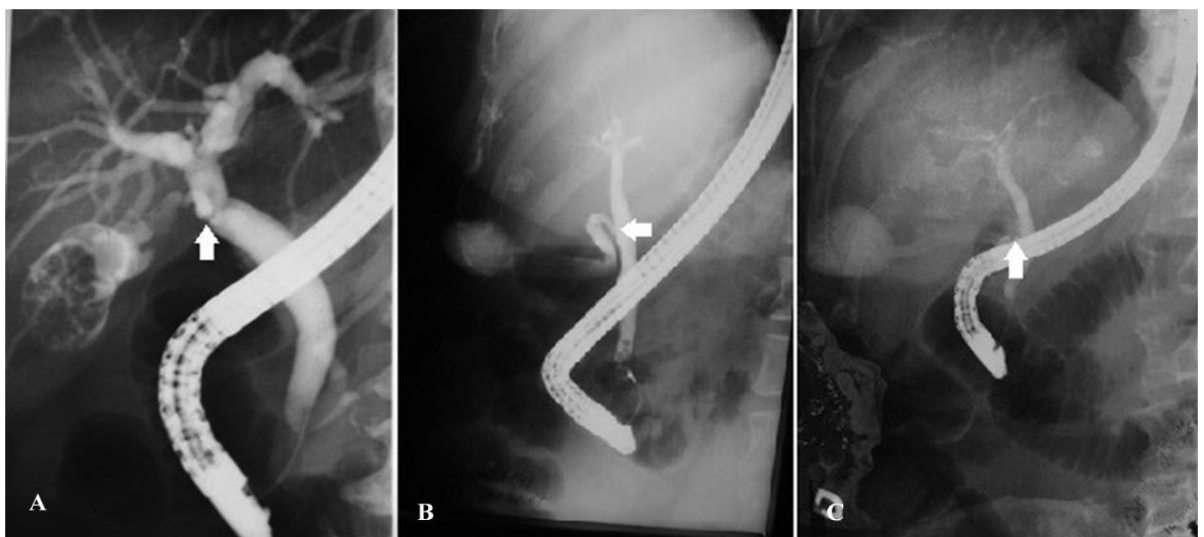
Radiografii cu variantele de implantare a ductului cistic în calea biliară principală: a) 1/3 superioară, b) 1/3 medie, c) 1/3 inferioară.
